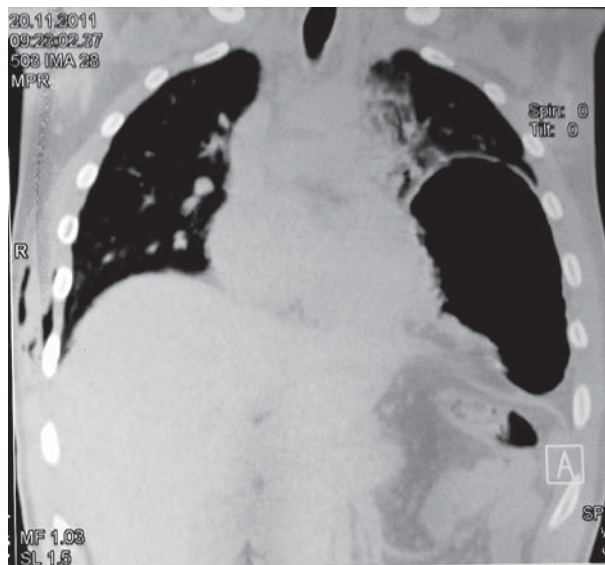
Herniated stomach into the left thoracic cavity – CT.*
